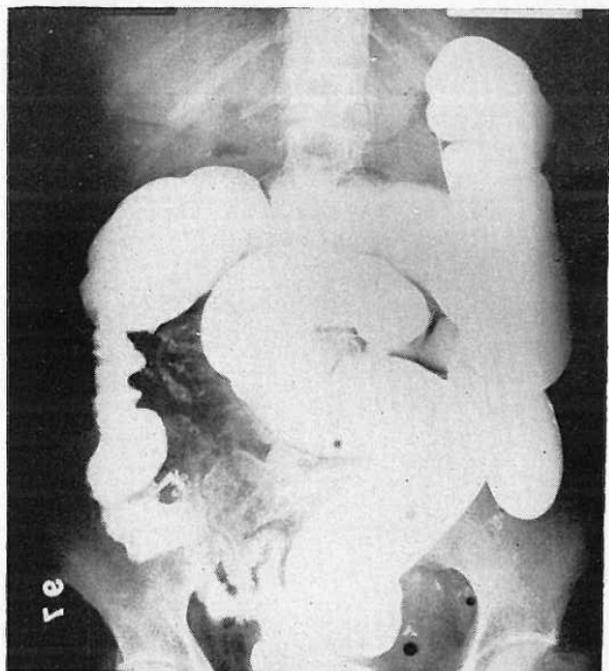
Radiografía del colon en un caso de ameboma del ceco-ascendente.
